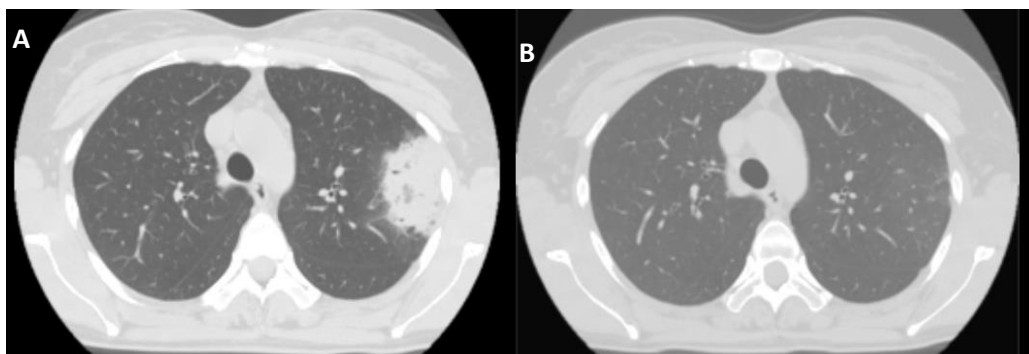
Imagem A - representa a primeira TC pulmonar de um paciente com manifestação imagiológica severa e a Imagem B - representa a segunda TC pulmonar do mesmo paciente.
